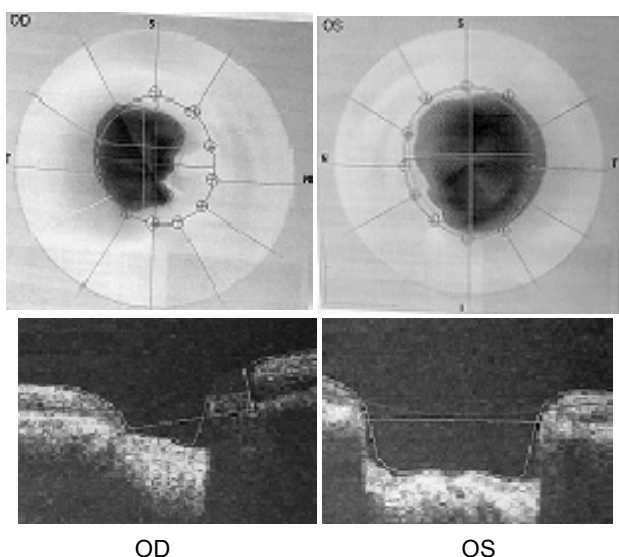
Данные оптической когерентной томографии ДЗН и СНВС у больной О., 63 лет через 24 часа после назначения травопроста
